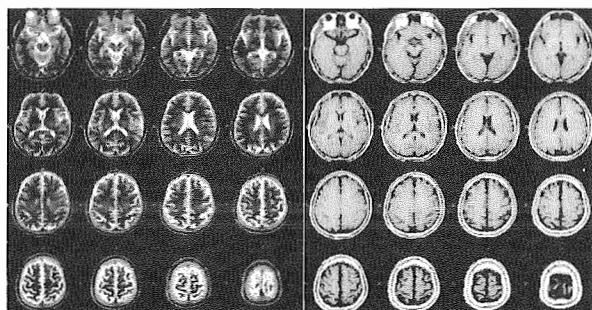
68歳の健常人の頭部MRI。T2強調画像(左)とT1強調画像(右)を示す。脳脊髄液がT2強調画像で強い輝度をもつためT1強調画像と比べて広めに見える点に着目されたい。従って水頭症の程度や脳のボリュームの経時的評価をする時には常にどちらかのシーケンスで統一して観察する必要がある。
